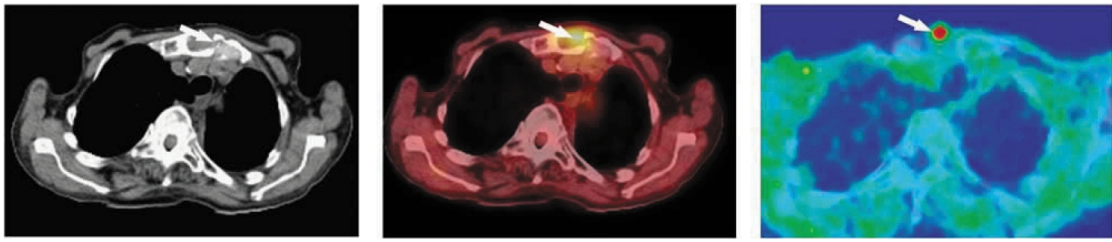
NSCLC 骨转移瘤, CT 图像显示胸骨及左侧肋骨固执破坏, 软组织肿块, 18F-FDG PET 图像显示病灶区域 18F-FDG 高摄取, 11C-erlotinib PET 图像显示病灶区域 11C-erlotinib 高摄取^[45]
